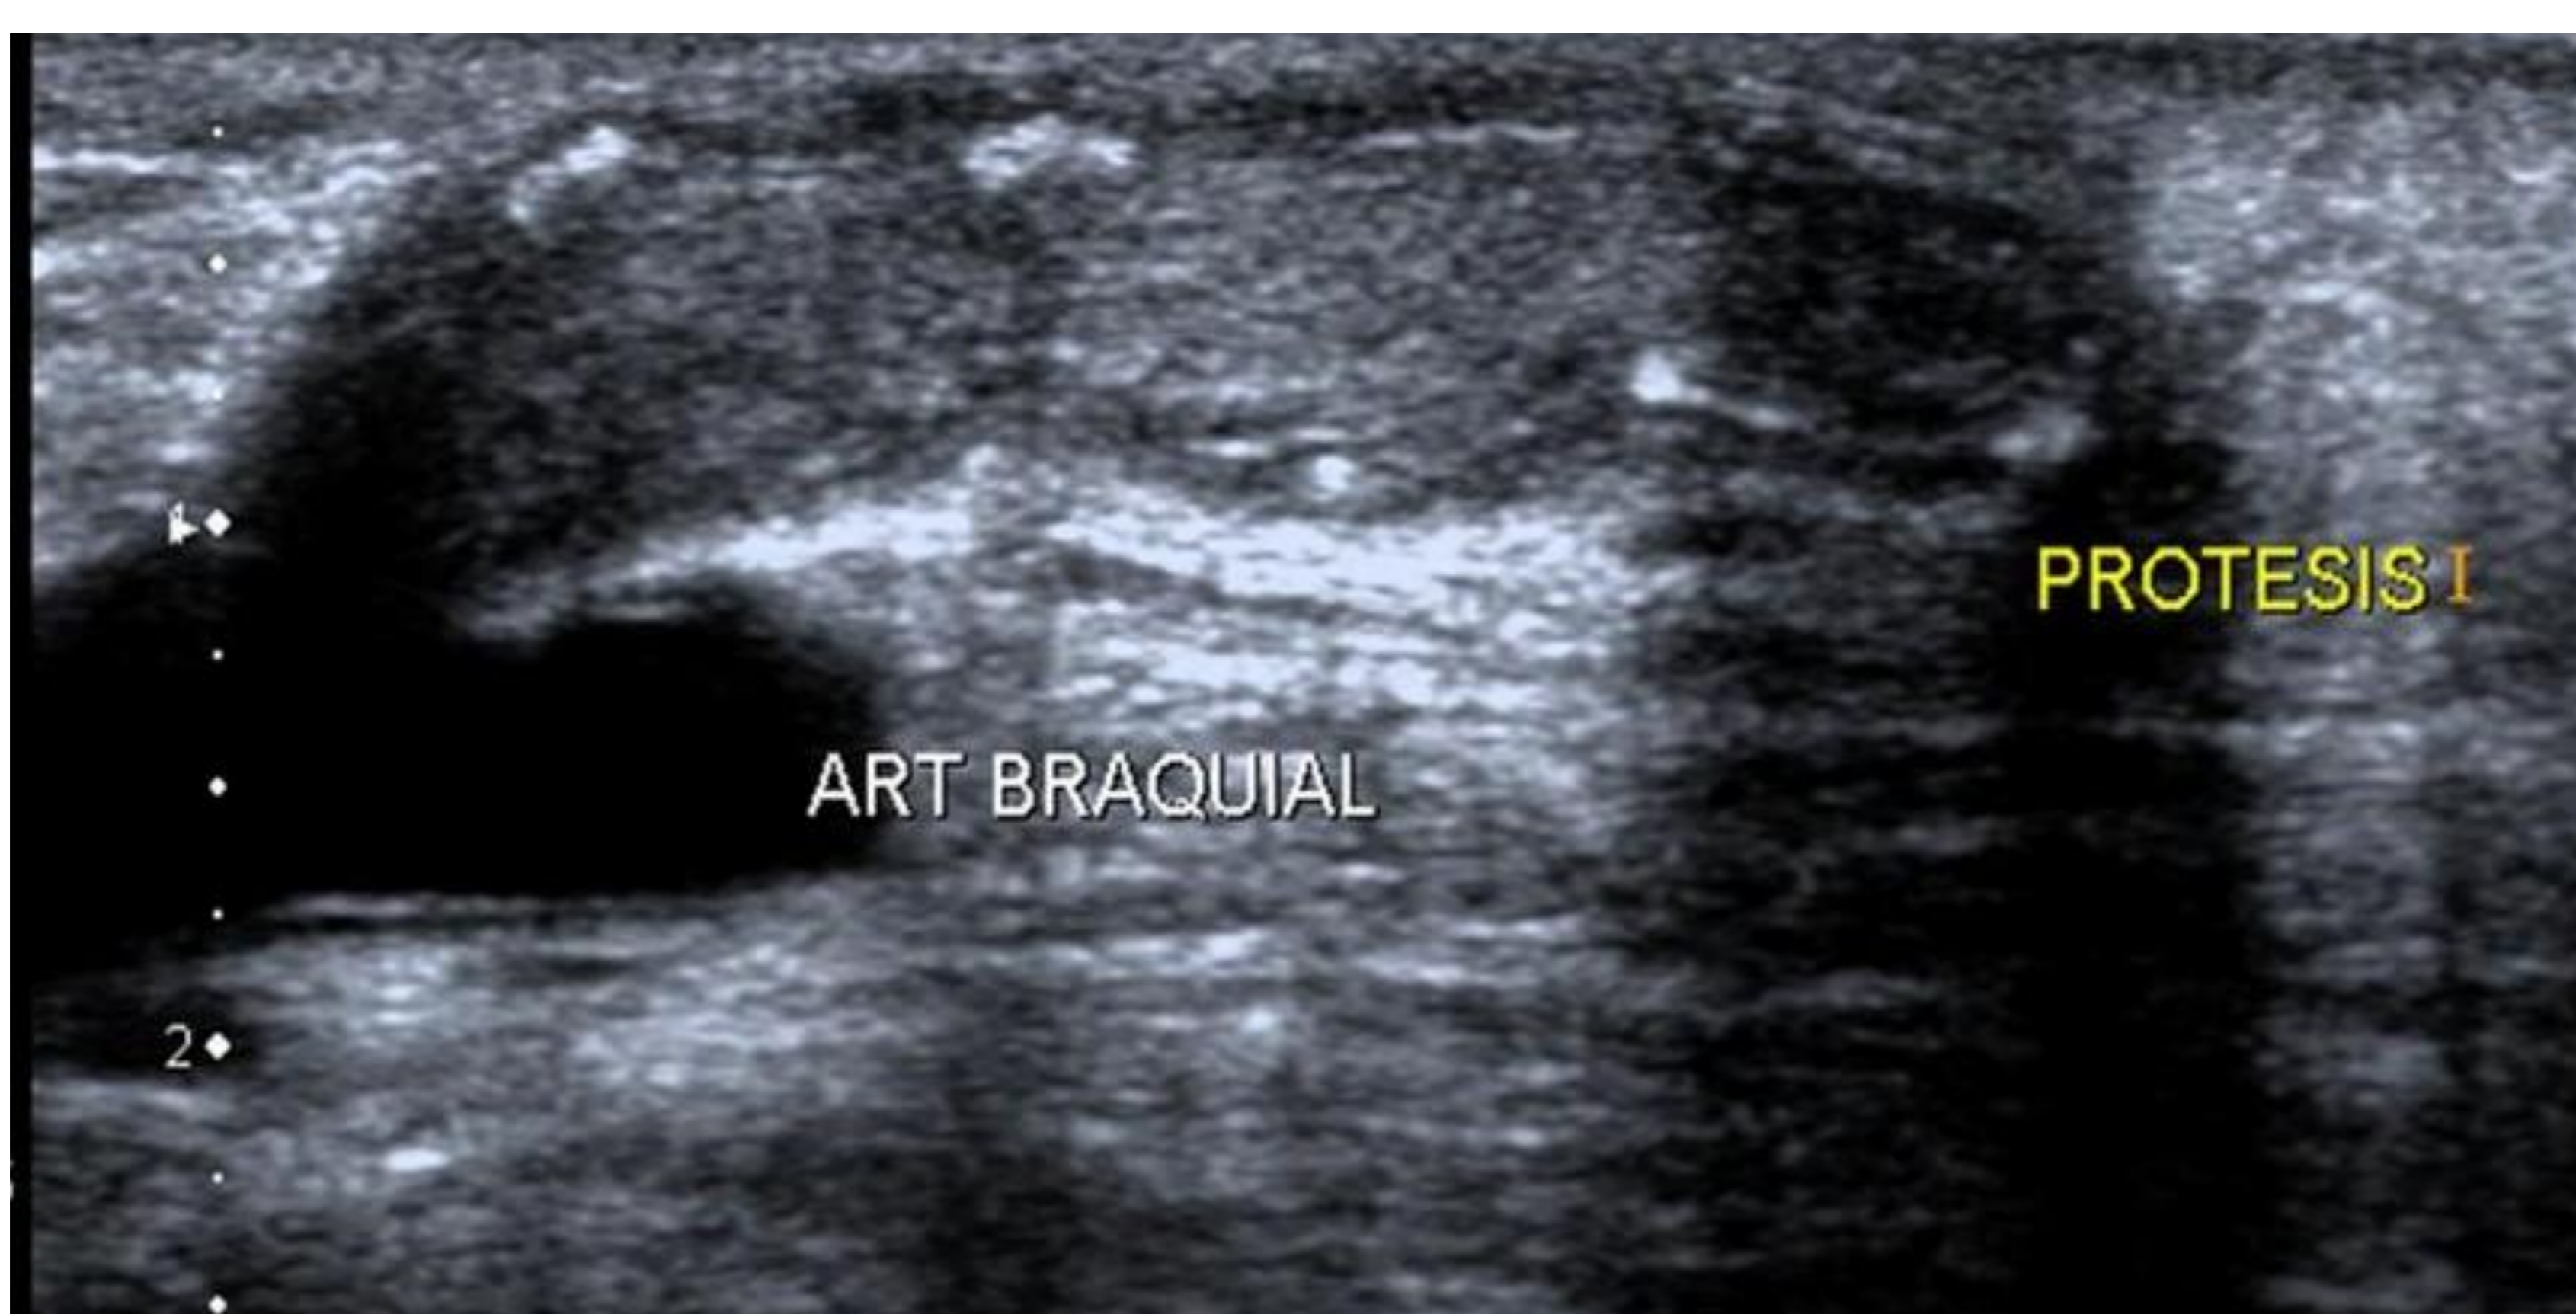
Trombosis del acceso vascular periférico. La imagen de ultrasonido muestra material hiperecogénico en la vena que indica la oclusión de la FAV.
